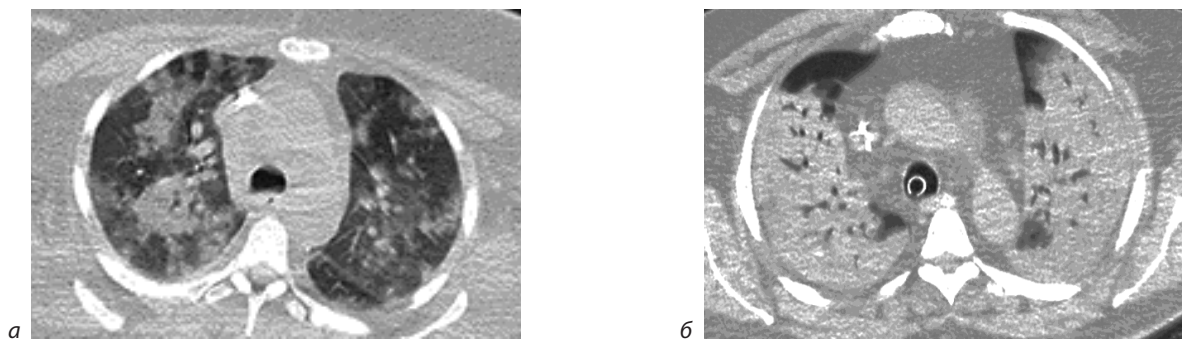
КТ ОГК, изменения по типу «консолидация»:
